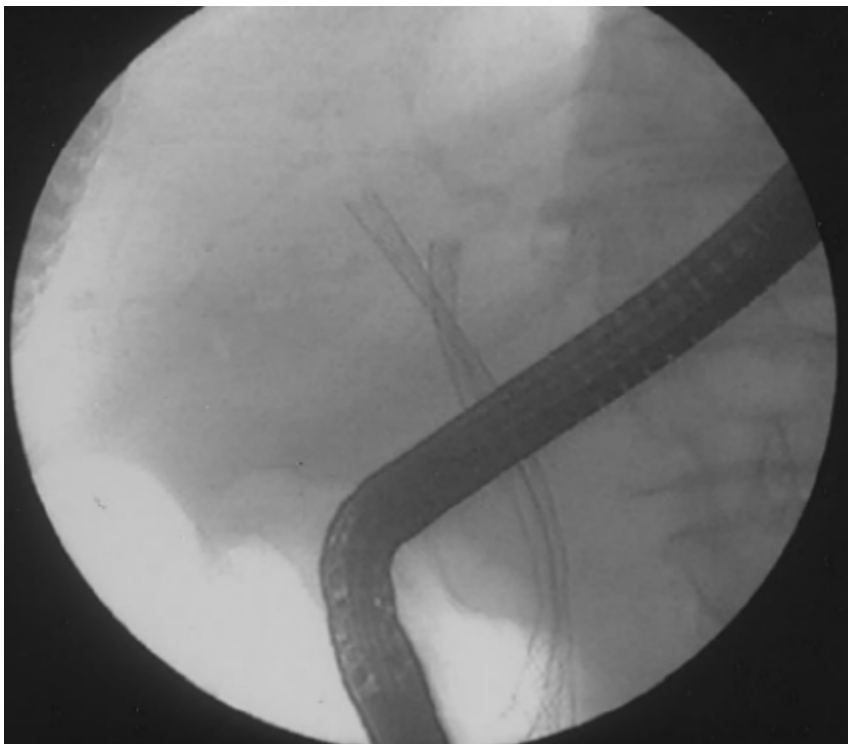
Radiographie d'une double prothèse biliaire drainant les deux canaux hépatiques [68].
